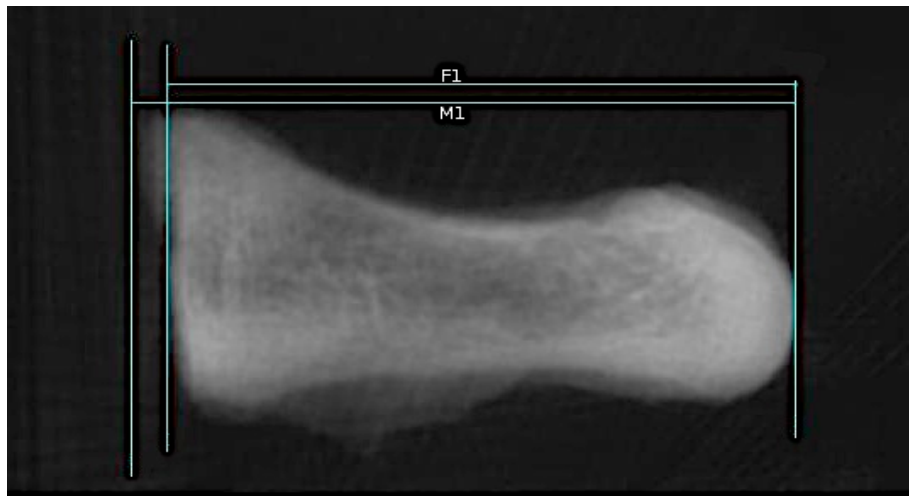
Dimensión M1, longitud máxima del primer metatarsiano y F1, longitud fisiológica en imagen TC del primer metatarsiano.
